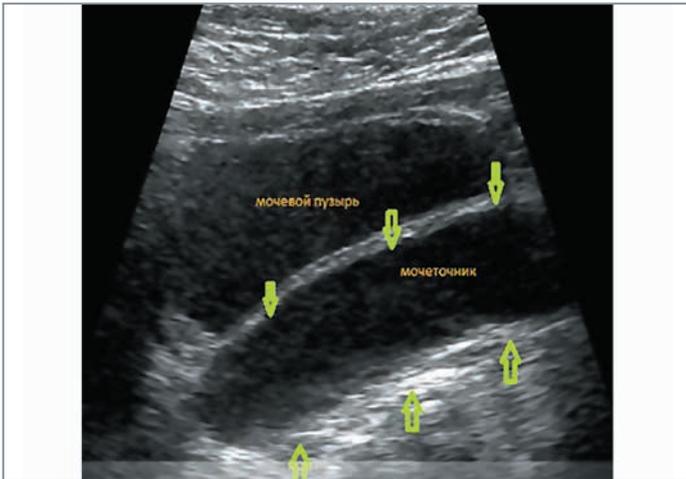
Данные УЗИ почек и мочевого пузыря пациента Б.: признаки мегауретера слева (зеленые стрелки)
